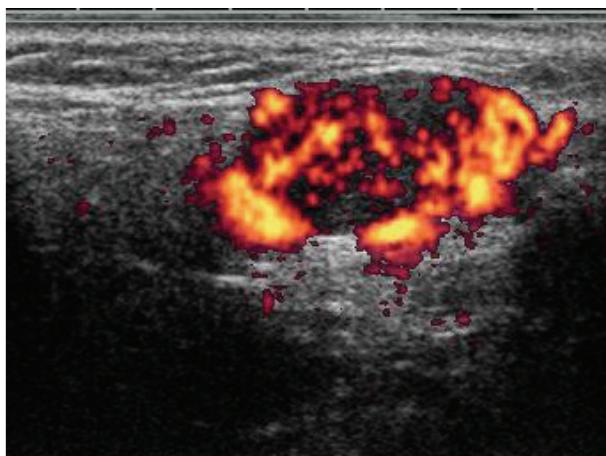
Longitudinal sonographic image shows a well circumscribed, oval, hypoechoic mass with marked internal vascularity.
